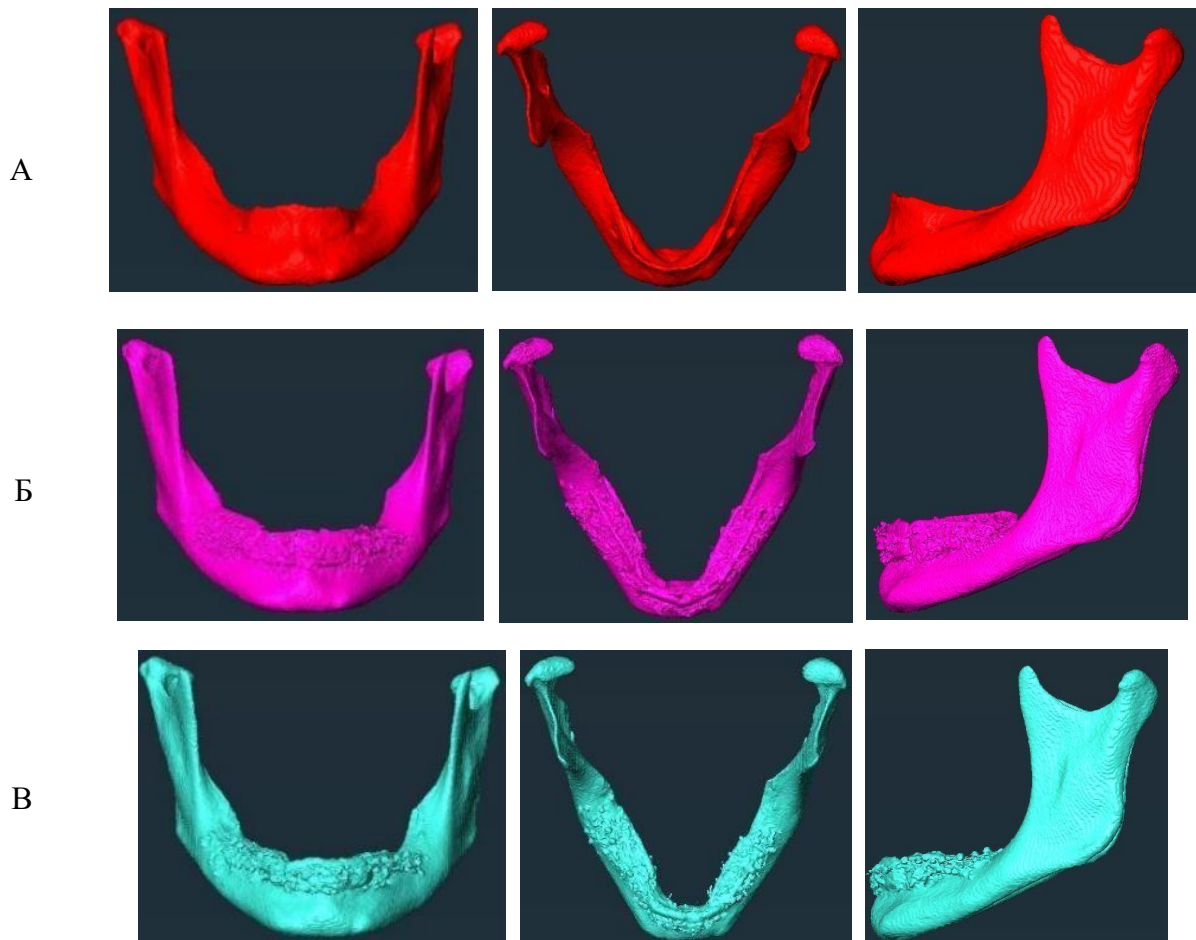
Сегментация МСКТ: А – до операции; Б – 1-е сутки; В – через 6 месяцев.
